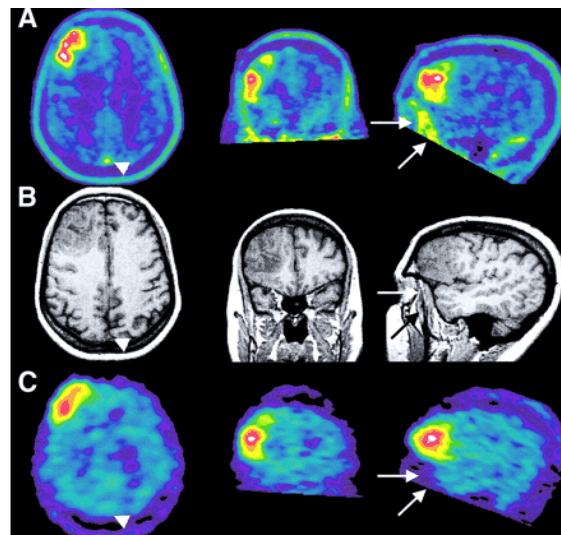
Imagen del cerebro de una mujer de 56 años con oligodendrioma. Se muestran secuencias de PET (A), RM (B) y SPECT(C) [10].
